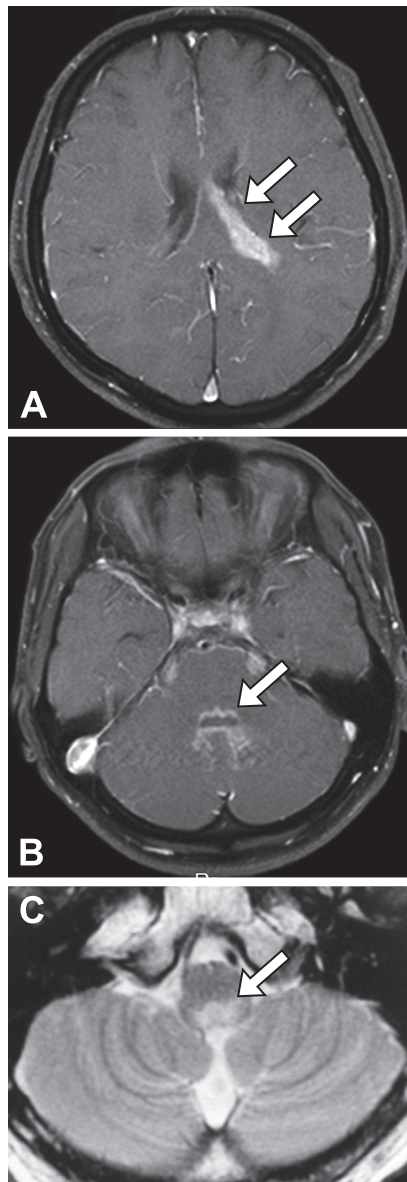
Brain MRI axial images on admission.
